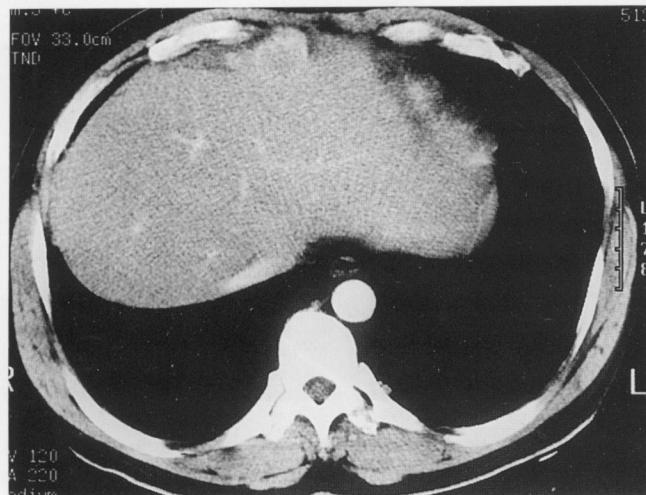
CT scan of arterial phase shows exophytic mass of low attenuation which is located in the left lobe medial segment of the liver.
